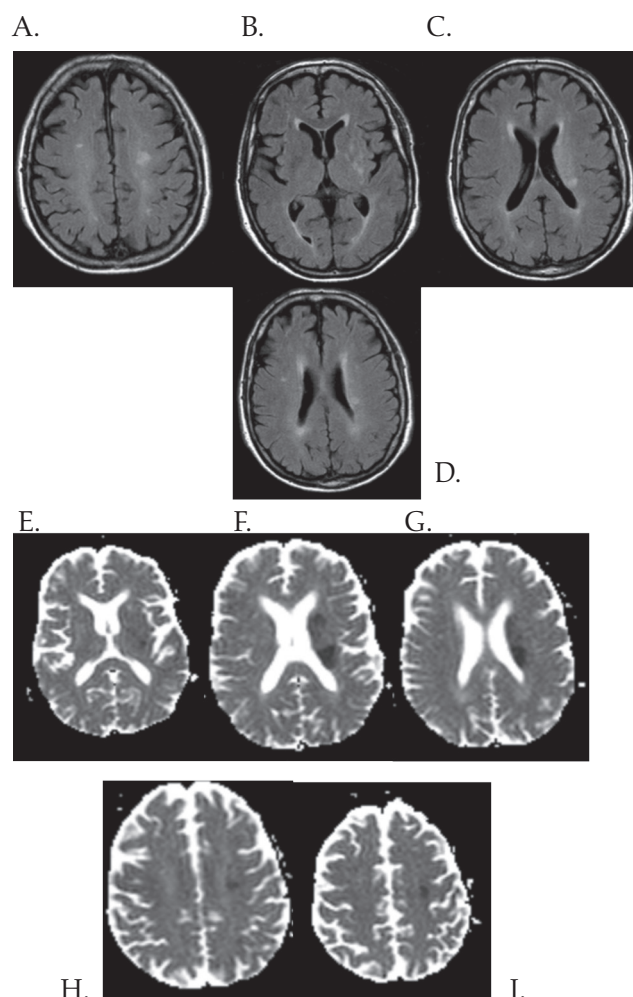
Imágenes de resonancia cerebral
